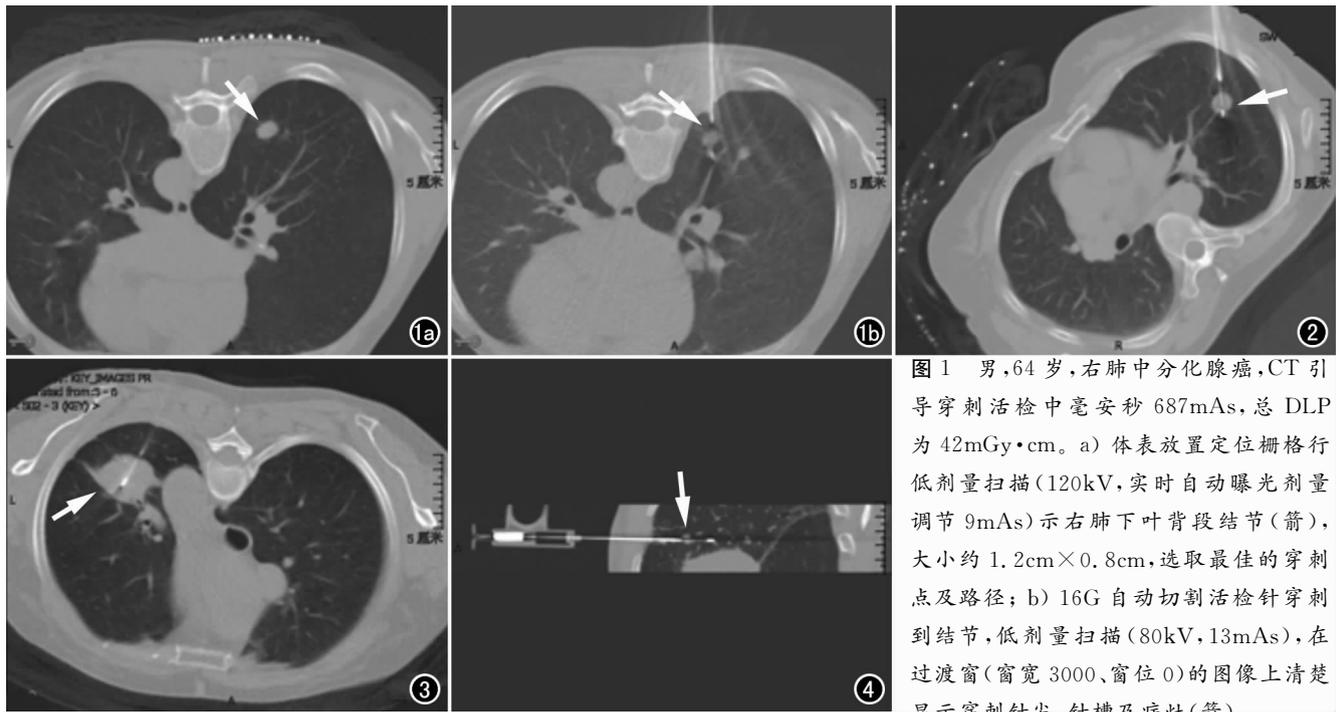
男,64 岁,右肺中分化腺癌,CT 引导穿刺活检中毫安秒 687mAs,总 DLP 为 42mGy·cm。a) 体表放置定位栅格行低剂量扫描(120kV,实时自动曝光剂量调节 9mAs)示右肺下叶背段结节(箭),大小约 1.2cm×0.8cm,选取最佳的穿刺点及路径;b) 16G 自动切割活检针穿刺到结节,低剂量扫描(80kV,13mAs),在过渡窗(窗宽 3000、窗位 0)的图像上清楚显示穿刺针尖、针槽及病灶(箭)。
